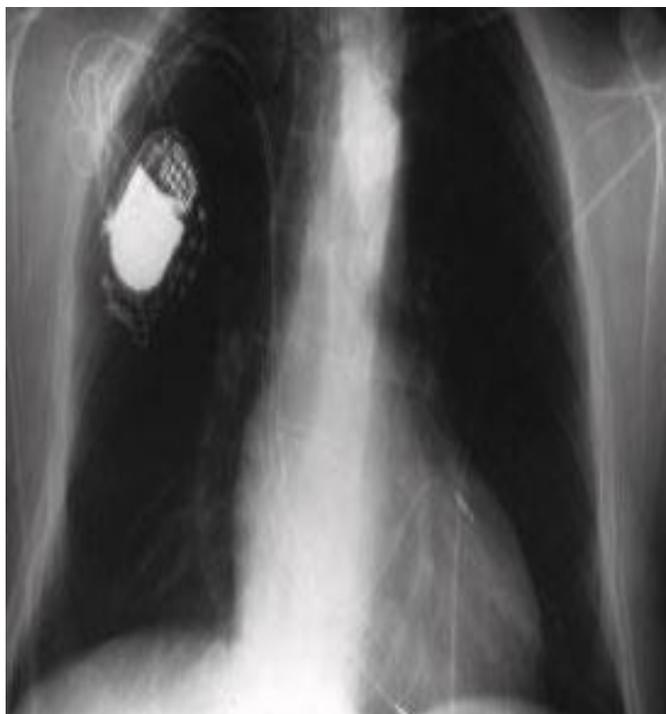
Radiographie de stimulation multisite ventriculaire, montrant la sonde supplémentaire introduite dans le sinus coronaire jusqu'à la portion latérale du VG.
